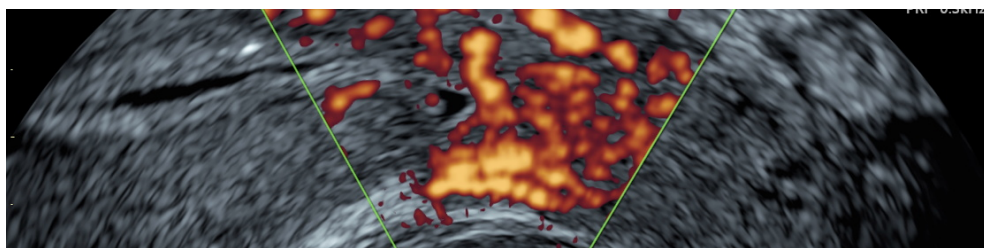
Darstellung des unteren Uterinsegmentes mit Dopplersonografie. Es zeigt sich ein kleiner, triangulärer Narbendefekt. Die verbleibende Myometriumsdicke zeigt gegenüber intaktem Myometrium ein gleiches Durchblutungsmuster. Abbildung aus Seliger et al., 2018 [29]
